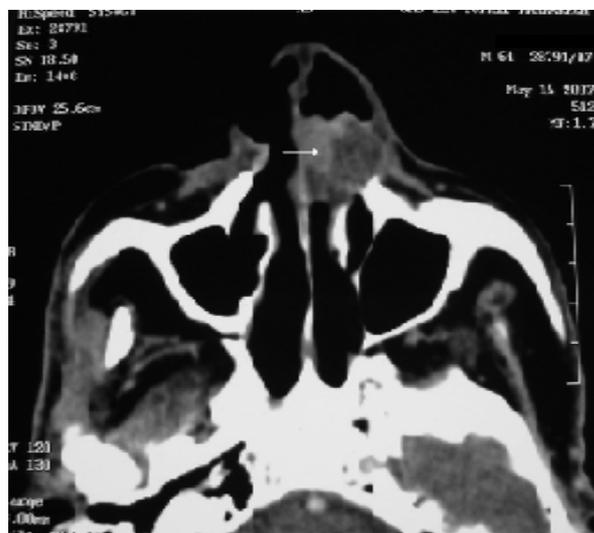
TDM faciale en coupe transversale montrant une lésion tissulaire du septum nasal étendue au vestibule nasal gauche. La tumeur est rehaussée de manière hétérogène avec le produit de contraste
